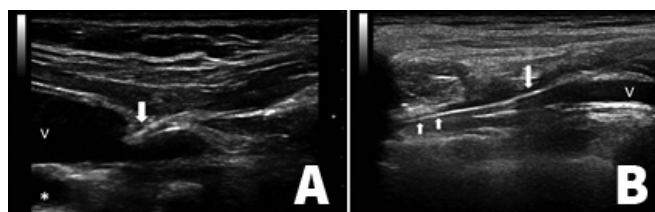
Ecografia para confirmação de colocação de cateter venoso central: cateterização da veia jugular interna (A) e confirmação da presença do cateter no interior da veia subclávia (B). Setas: agulha; dupla seta: cateter; V: veia; asterisco: artéria
